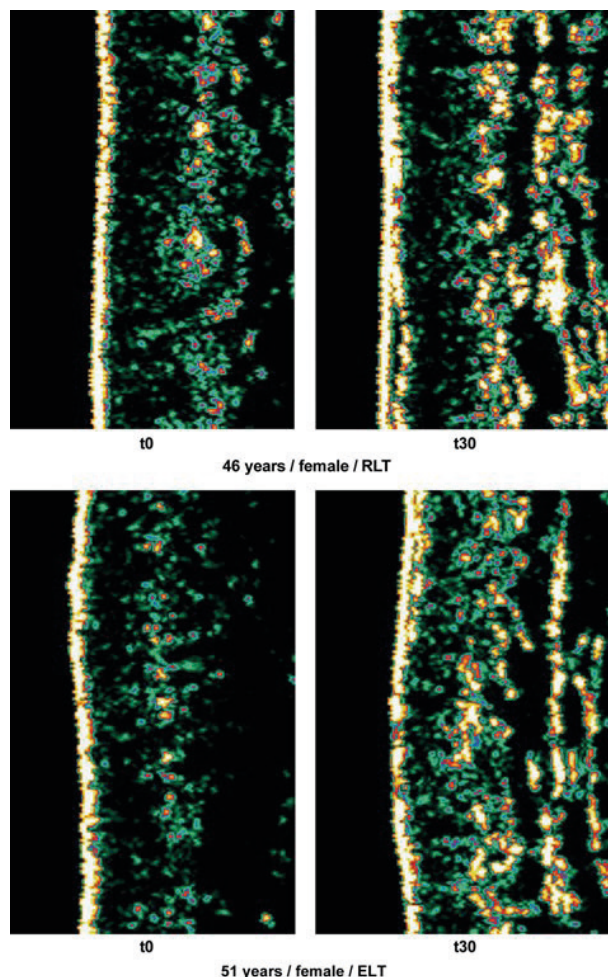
Exemples d'échographies du collagène.
